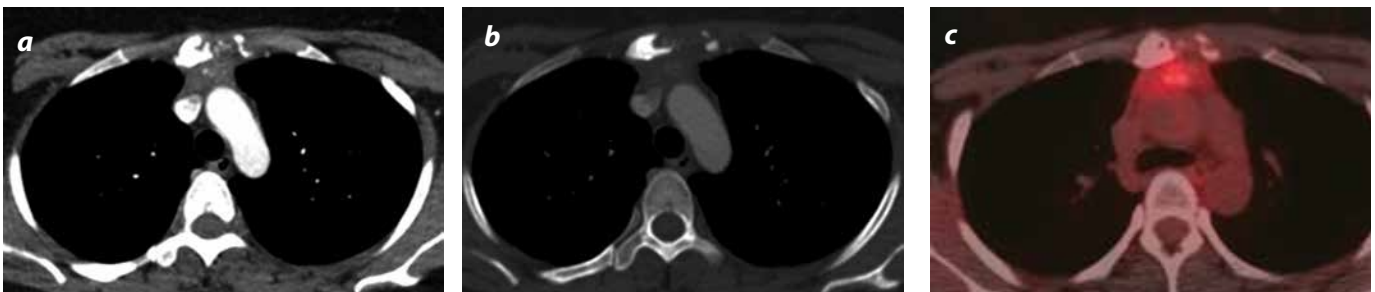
a) TC contrastada de tórax en ventana de tejidos blandos, b) En ventana para hueso: disminución de tamaño de la lesión respecto al estudio previo. Persiste la invasión al esternón y pared torácica. c) TEP, se identifica disminución en la captación de la fluorodesoxiglucosa
